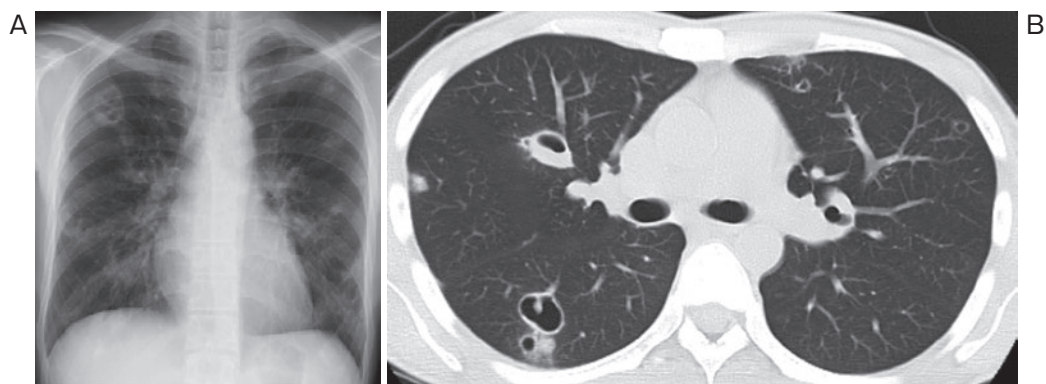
症例2：入院時画像所見. 胸部X線写真 (A) では両側多発空洞陰影を認め、単純CT (B) では両側末梢優位に多発空洞陰影を認めた.
